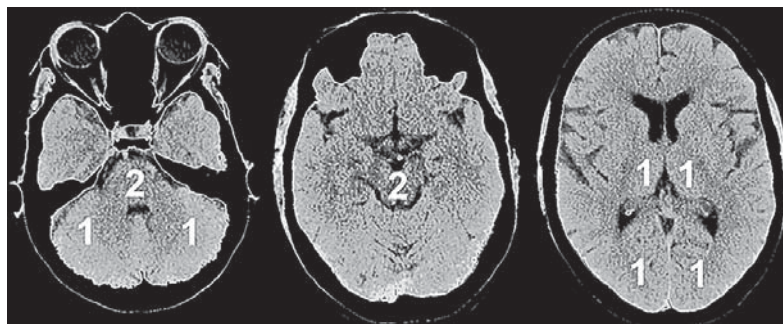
Scorul pc-ASPECTS. Este calculat prin sumarea aritmetică a punctelor conform zonelor analizate: câte 1 punct pentru fiecare emisferă cerebeloasă, talamus sau teritoriile de vascularizare a arterei cerebrale posterioare; câte 2 puncte pentru punte și mezencefal. Punctajul maxim de 10 puncte semnifică o imagine CT normală, fără modificări ischemice, iar 0 puncte – manifestări ischemice în toate regiunile analizate [11]
